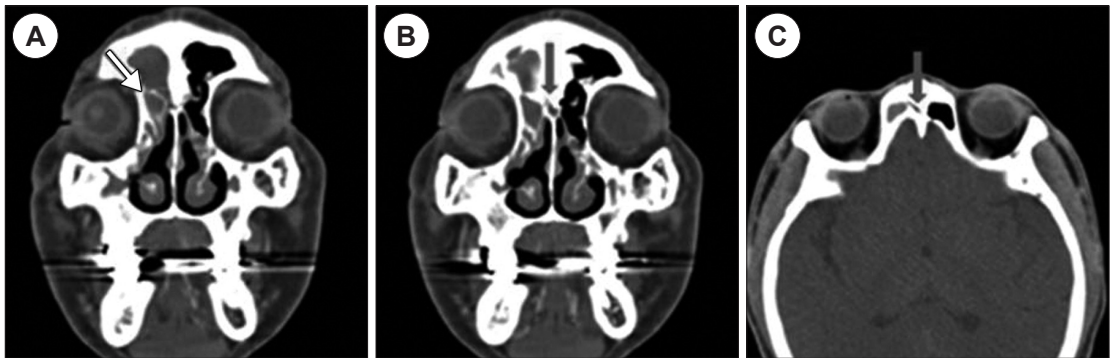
Preoperative paranasal sinus CT scans show abnormal air cells and thick bony wall narrowing frontal ostium. A : In coronal view, there shows a right frontal cell (white arrow). B, C : In coronal view (B) and axial view (C), there shows an interfrontal sinus septal cell (gray arrow).
